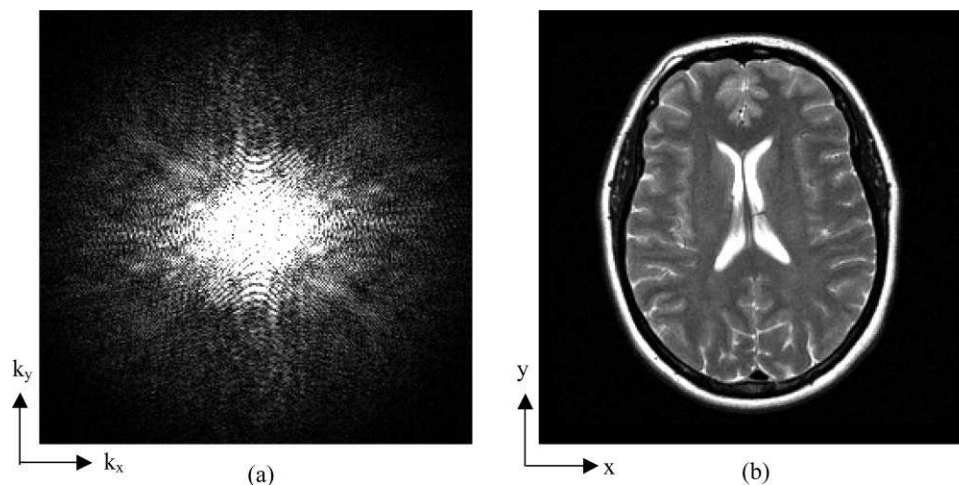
Représentation des modules des données RMN complexes dans l'espace k (a) puis, suite à une TF, dans l'espace image (b). D'après ⁶⁹Paschal, C.B. *et al.* 2004.
